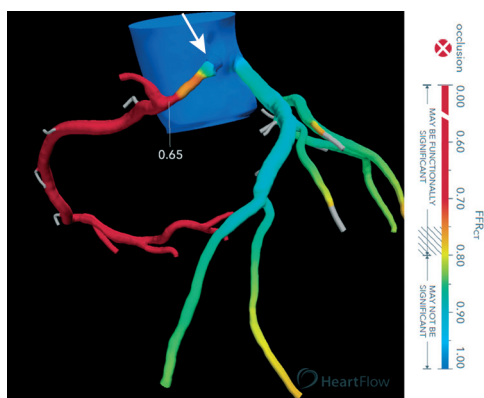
Évaluation physiologique (HeartFlow) d'une artère coronaire droite (flèche) connectée dans le sinus gauche par la mesure de la réserve coronaire (FFR_{CT}) utilisant une imagerie scanographique.
